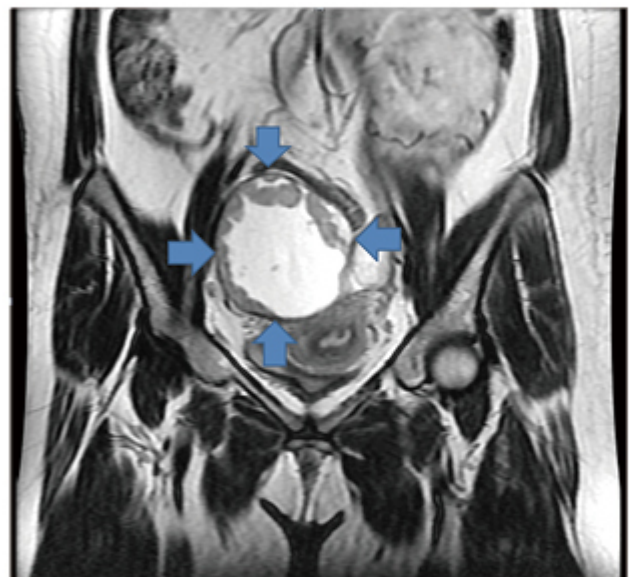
MRI : masses with lobulated peripheral mural nodules
